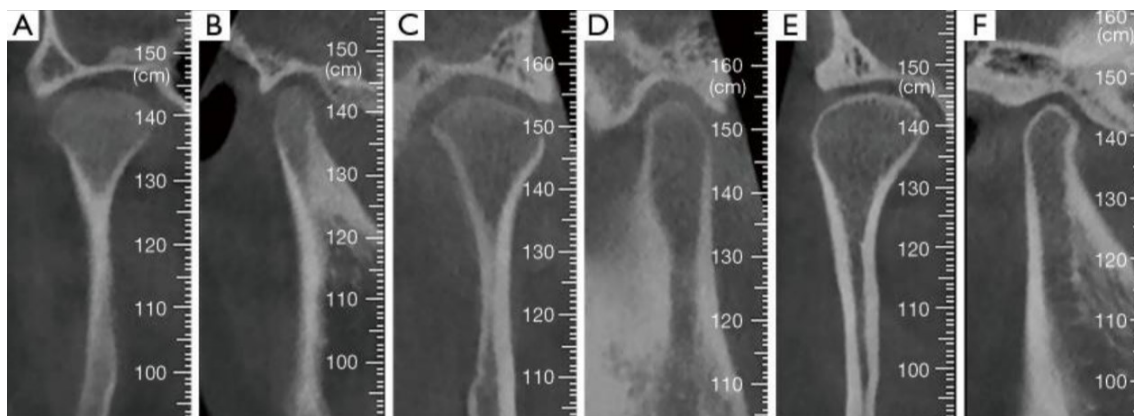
Os vários estádios de desenvolvimento do osso cortical na periferia do côndilo mandibular. As figuras (A) e (B) representam, respectivamente, cortes coronal e sagital obtidos de imagens de CBCT, mostrando a ausência da cortical óssea. (C) e (D) apresentam a presença parcial da cortical óssea em torno do côndilo, e (E) e (F) representam a presença de uma camada de osso cortical contínua e madura em torno do côndilo. Retirado de Ma et al. (2023) e reproduzido com autorização dos autores.
